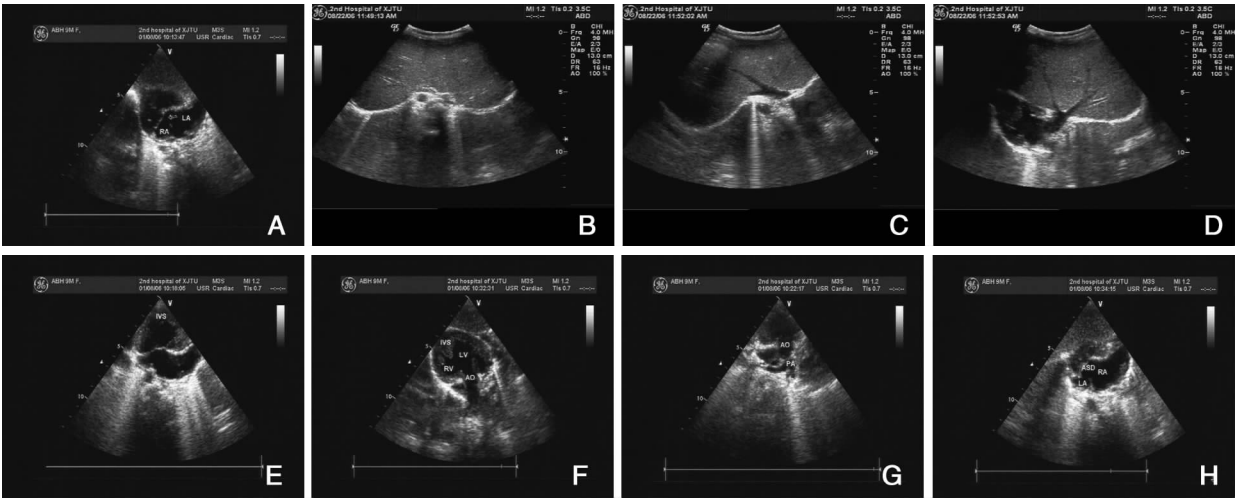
胸腹超声检查 :剑下及胸骨右缘扫查显示心脏位于右侧,心尖指向右下方,心房反位,下腔静脉汇入左侧心房,肺静脉汇入右侧心房; :显示肝脏两叶形态基本对称,腹主动脉位于脊柱右侧,未探及脾脏; :显示肝静脉汇入脊柱左前方的下腔静脉; :显示心脏位于右侧胸腔内,下腔静脉汇入左侧心房; :左心长轴切面显示单心腔由左右心室构成,室间隔缺如; :心尖五腔切面显示室间隔缺损; :肺动脉长轴切面显示肺动脉狭窄; :主动脉短轴切面显示房间隔缺损。
